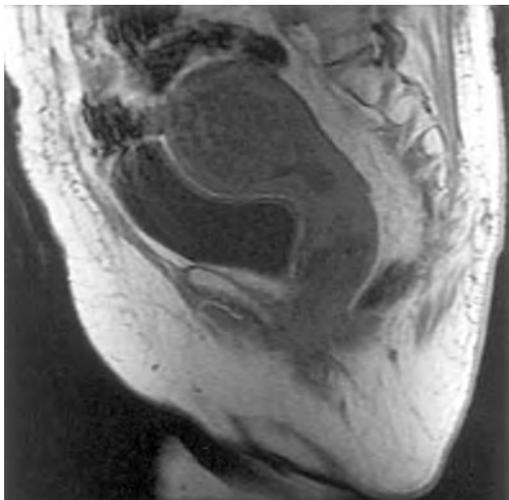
RM. Sarcoma Uterino de Alto Grado.
